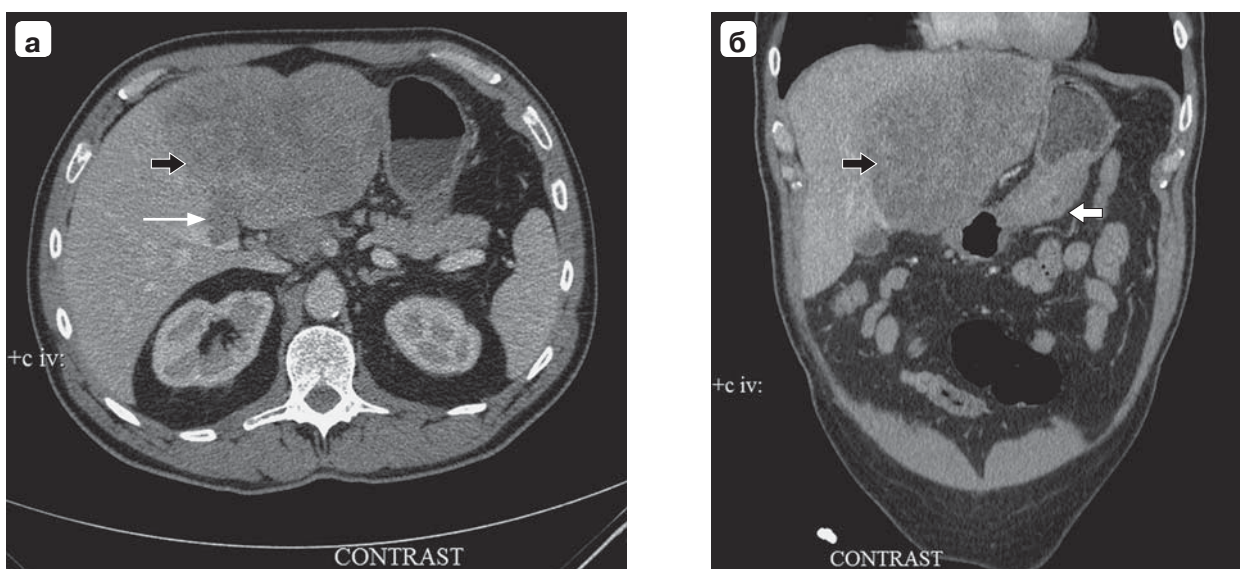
Компьютерная томограмма. Рак желудка с метастазами в печень: а – аксиальная проекция; б – коронарная проекция. Метастазы в печени указаны черной стрелкой, опухоль желудка – белой стрелкой, опухолевый тромб в правой ветви воротной вены – тонкой белой стрелкой.
